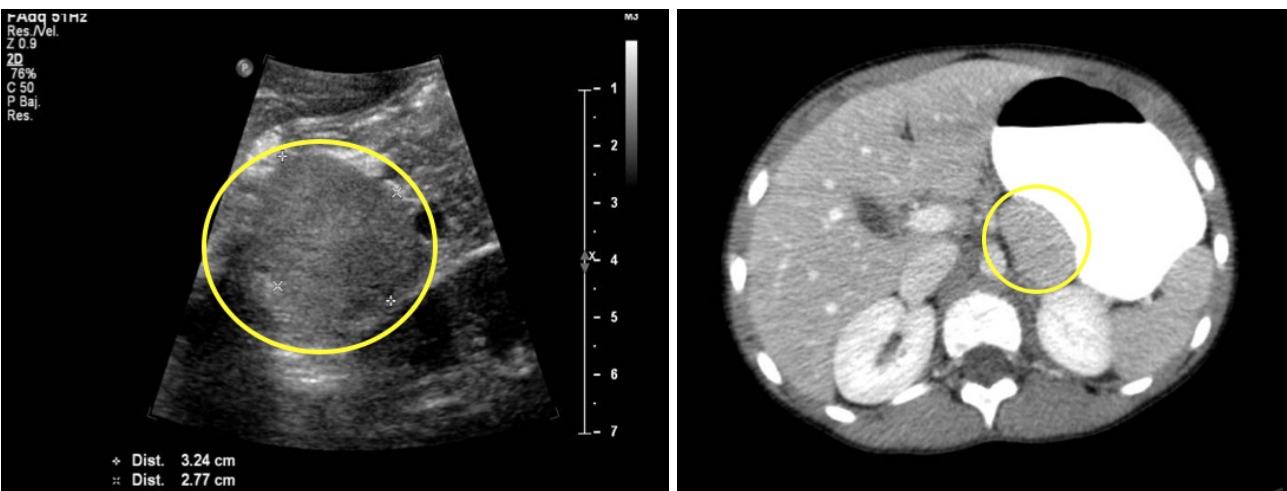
a) Lesión nodular bien definida isodensa con el bazo. b) Bazo accesorio isodenso con bazo en TAC.
